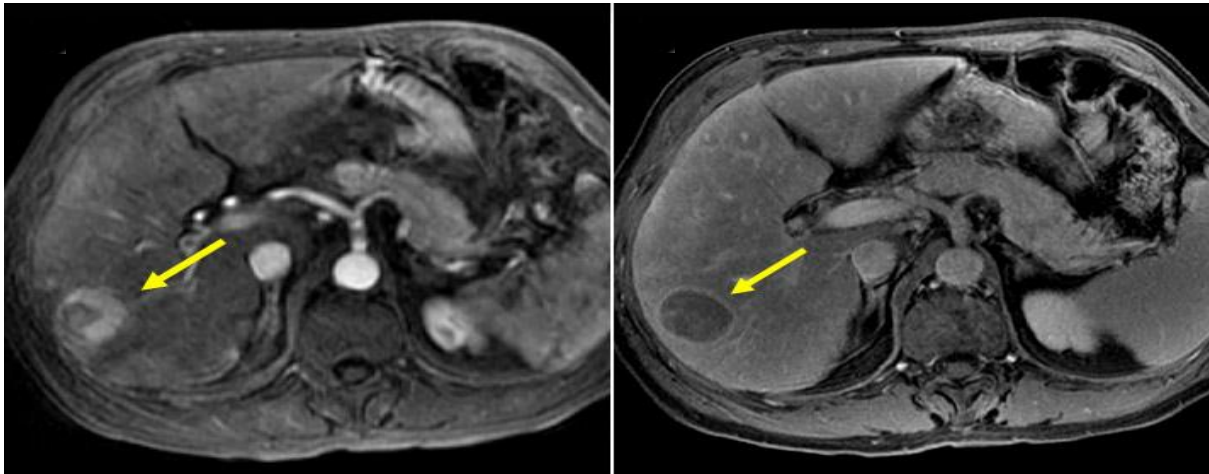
แสดงถึง HCC ใน MRI
